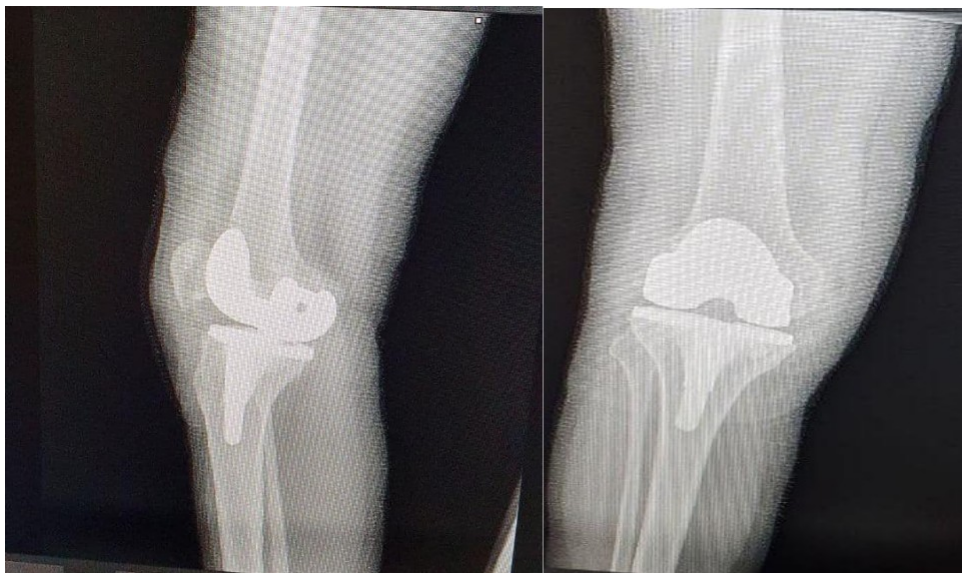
Рентгенографії правого колінного суглоба після ендопротезування
